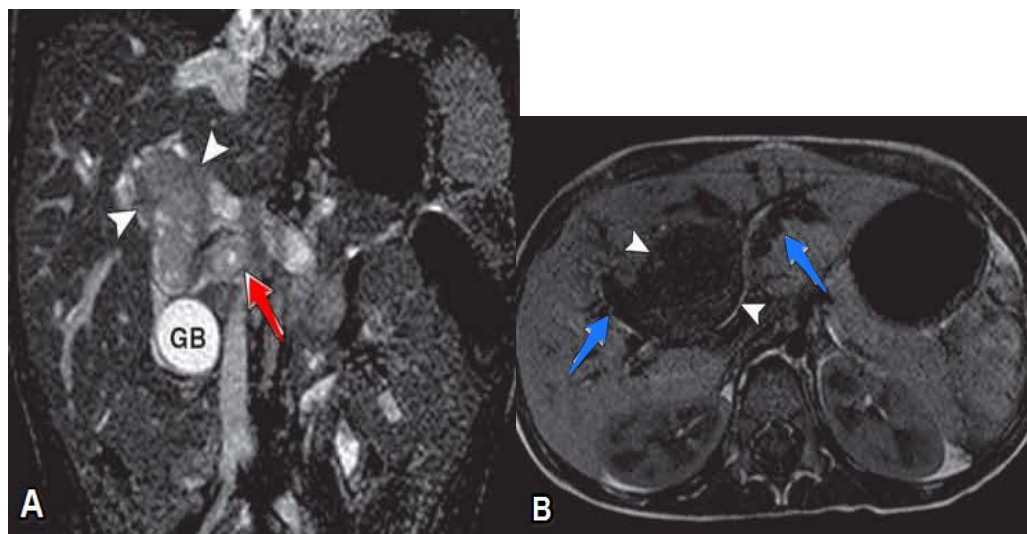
IRM d'un rhabdomyosarcome biliaire chez un garçon de 3 ans [1].
